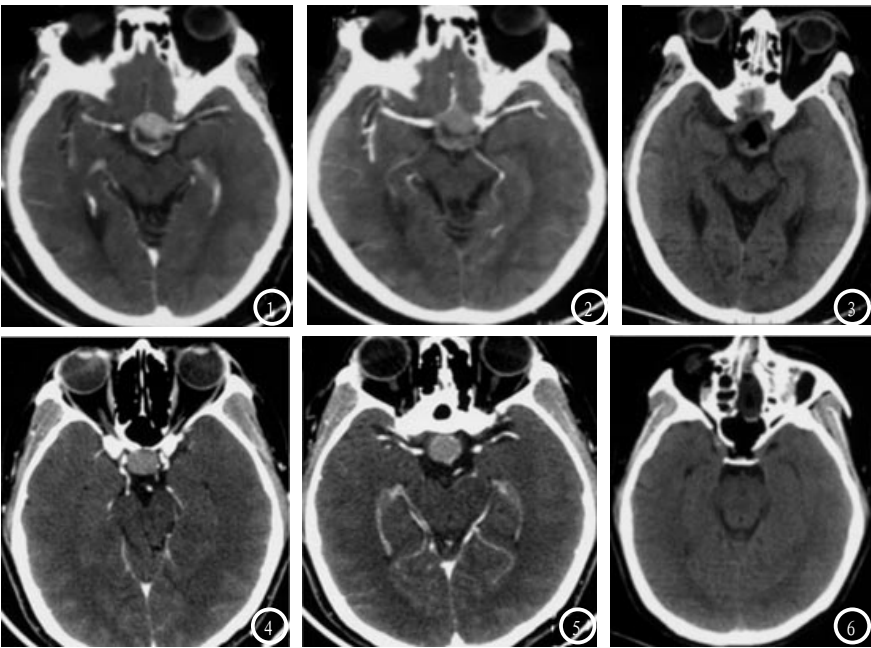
为同一病例；图1-2 头颅MRI示鞍区见一大约42×21mm的椭圆形较均匀强化灶，边界清楚与双侧海绵窦关系密切，鞍背塌陷。图3 术后改变。图4-6 为同一病例；图4-5 蝶鞍扩大，鞍内见不规则肿块，边界清晰，大约21×18×16mm，视交叉受压，垂体柄显示不清；图6 术后改变。
